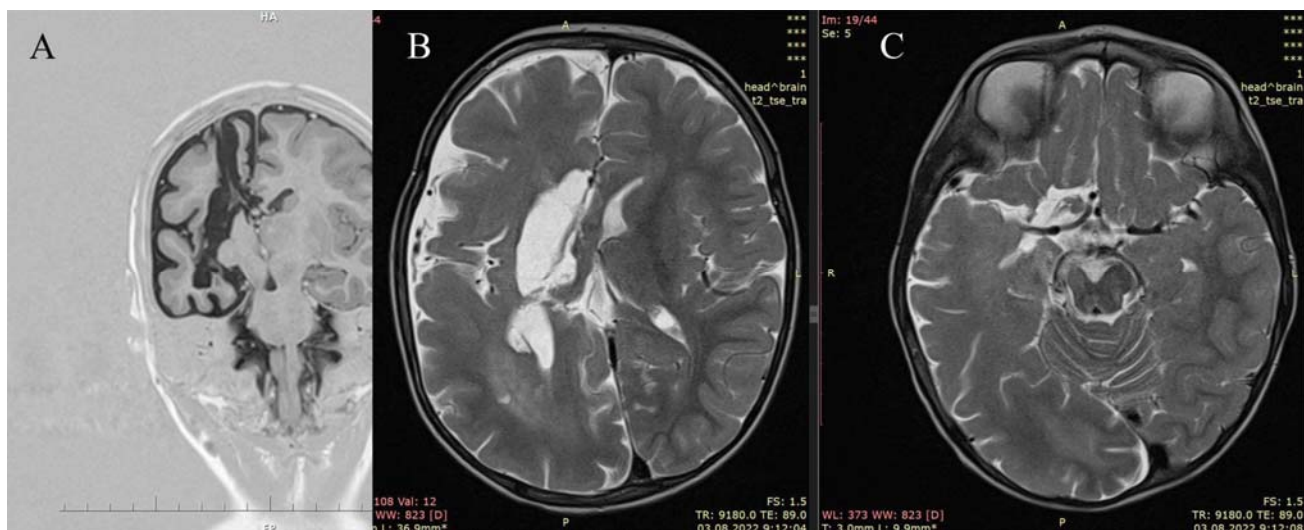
Контрольные томограммы после выполнения вертикальной парасагитальной гемисферотомии справа. А - траектория дисконнекции в коронарной плоскости. В - завершенная дисконнекция на уровне валика мозолистого тела, завершенная периталамическая дисконнекция С- завершенная дисконнекция в области основания лобной доли
